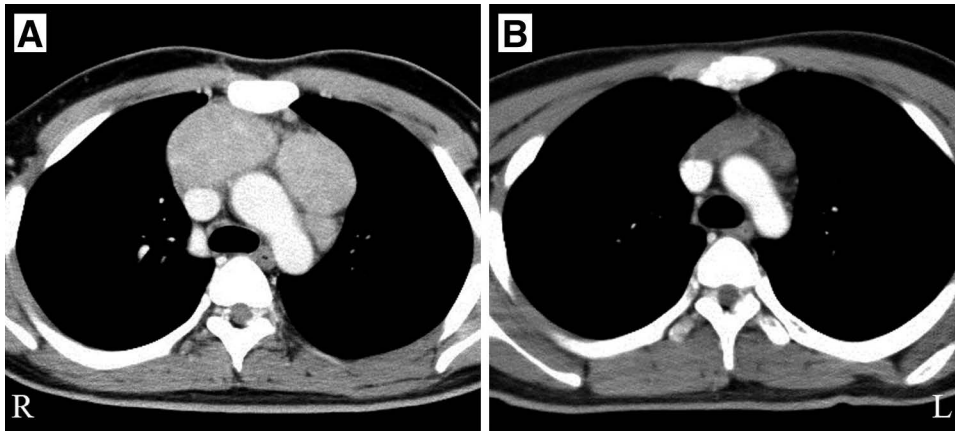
Contrast-enhanced CT findings before and after chemotherapy.
